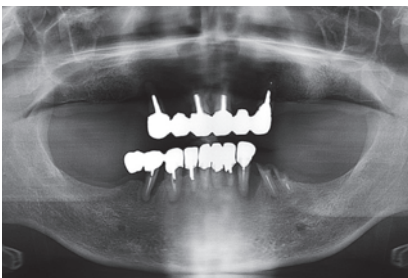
~c 初診時、インプラント埋入直後、最終補綴物装着直後のパノラマX線写真。
